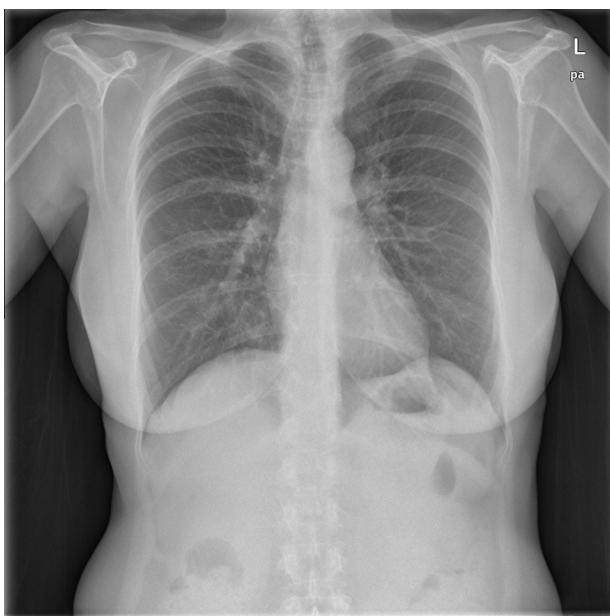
Radiografía tras 6 meses de tratamiento.
